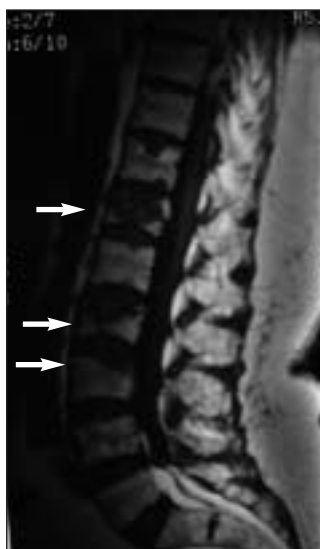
Ressonância magnética da coluna lombar antes da vertebroplastia. As setas indicam a localização das fracturas vertebrais
